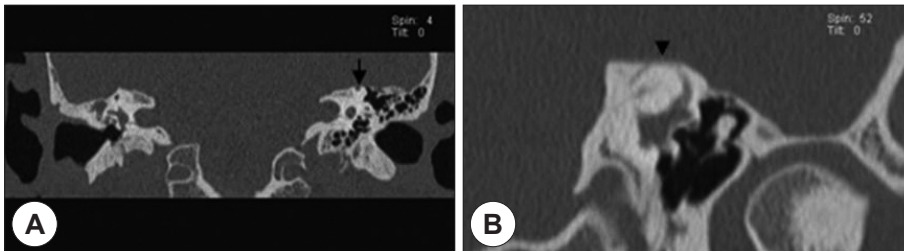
A : Coronal reformatted image from thin-section transverse CT examination shows bony covering of superior semicircular canal is intact on right but absent on left (arrow). B : Same patient Plane of Pöschl also shows dehiscence at the floor of the middle cranial fossa (arrow head).
